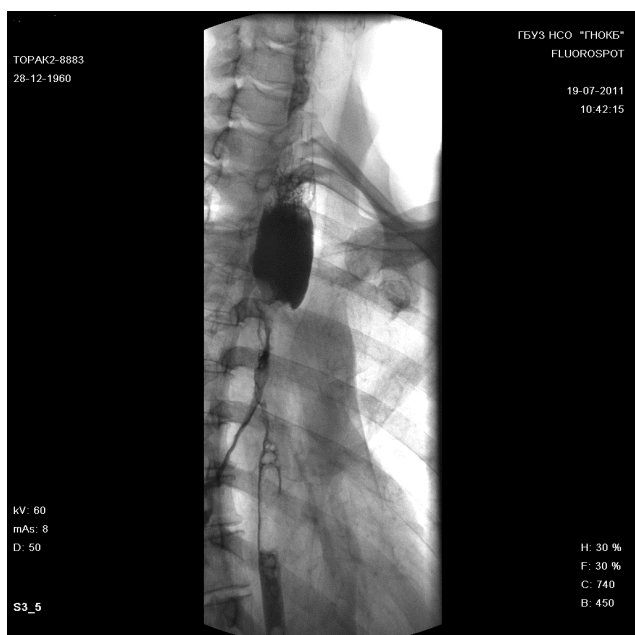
Рентгеноскопия пищевода и желудка. Прорастание опухоли пищевода в трахею с формированием трахеопищеводного соустья.
